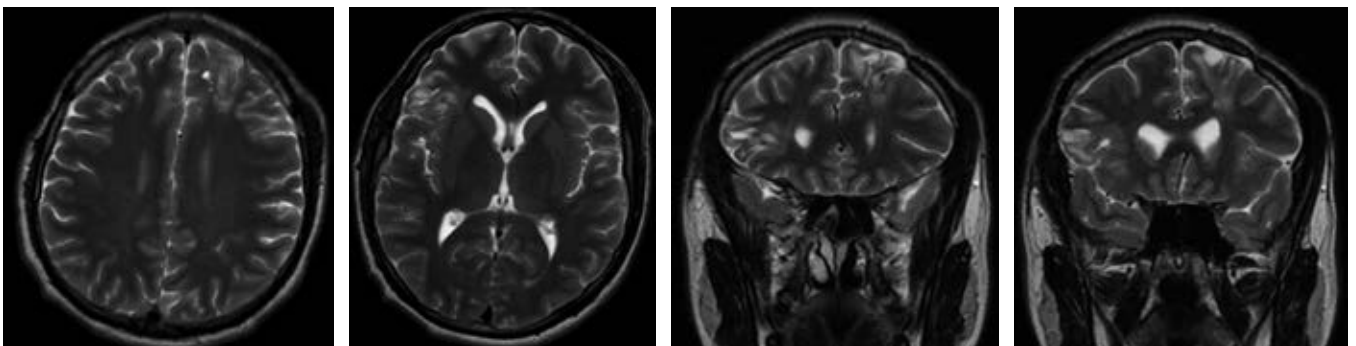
Postoperative MRI without presence of abscess and little frontal bilateral gliosis area.
